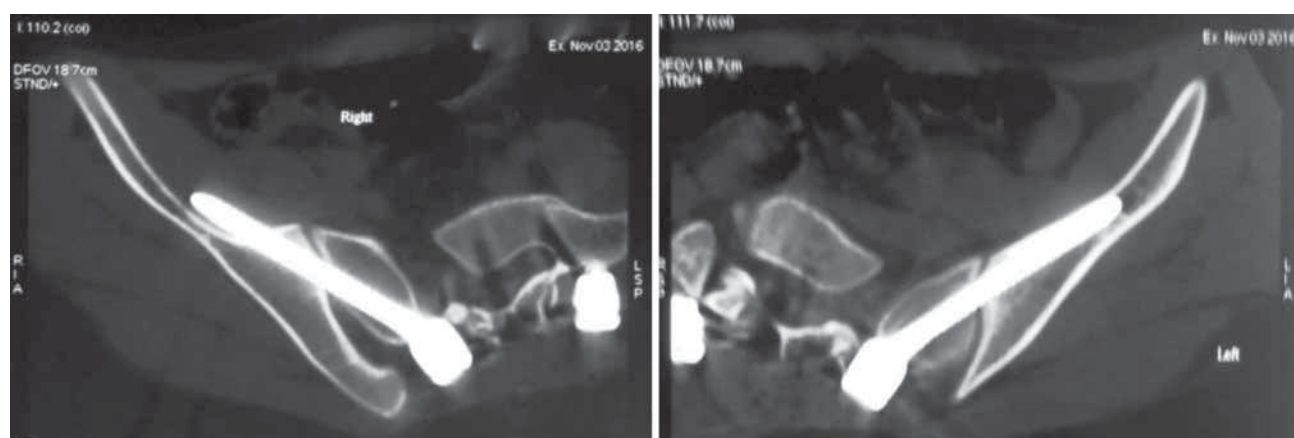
Односторонняя мальпозиция винта в подвздошной кости по данным компьютерной томографии с пенетрацией внутренней стенки, не повлиявшая на клинический результат операции и не потребовавшая повторной операцииFig. 3. Unilateral malposition of the screw in the ilium according to CT with penetration of the inner wall, which did not affect the clinical outcome of the operation and did not require reoperation
